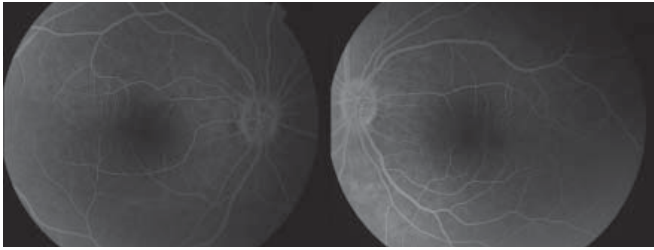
Floresein anjiyografisinde her iki optik sinir başından geç dönemde minimal sızıntı izlenmektedir.
